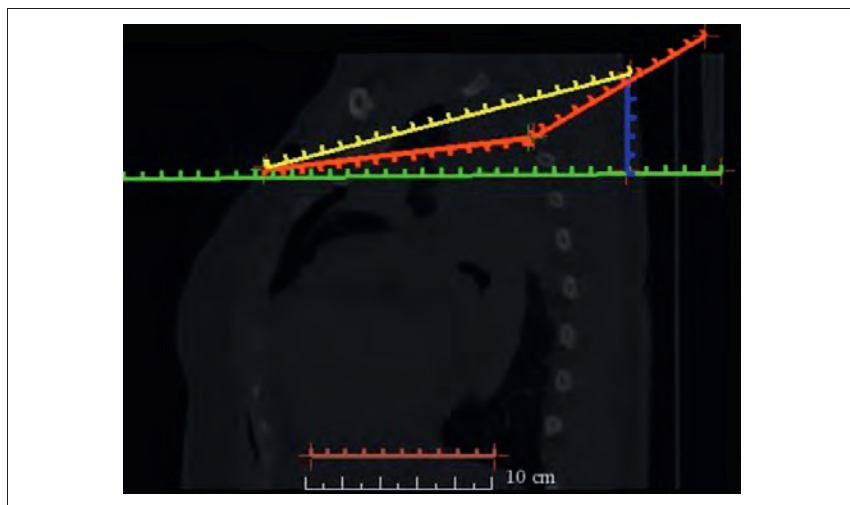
Вид сагиттального КТ- среза грудной клетки с разметкой. Горизонтальная коричневая линия в нижней части изображения представляет масштаб (10 см). Горизонтальная зеленая линия проведена через место расположения входной раны на передней поверхности грудной клетки. Вертикальная синяя линия равна разнице высот расположения рубцов в местах входной и выходной огнестрельных ран от подошвенной поверхности стоп. Жёлтая линия соединяет по прямой места расположения входной и выходной ран. Красная линия указывает ход раневого от входной раны до места повреждения ребра и далее к месту выходной раны.
